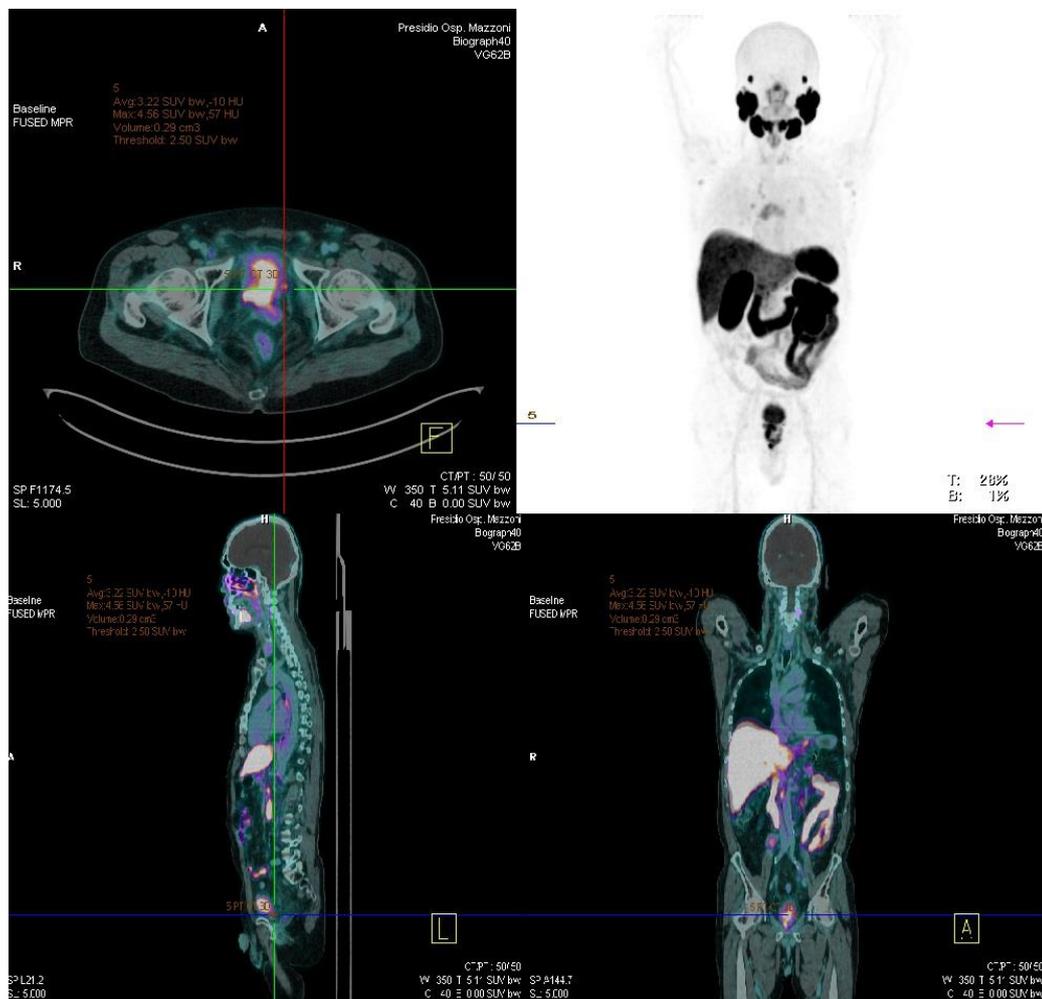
CASO CLINICO 2. Immagini A (assiale), C (sagittale), D (coronale) relative alla ricostruzione FUSED MPR della PET/CT-1; immagine B) 3D MIP della PET/CT-1.
